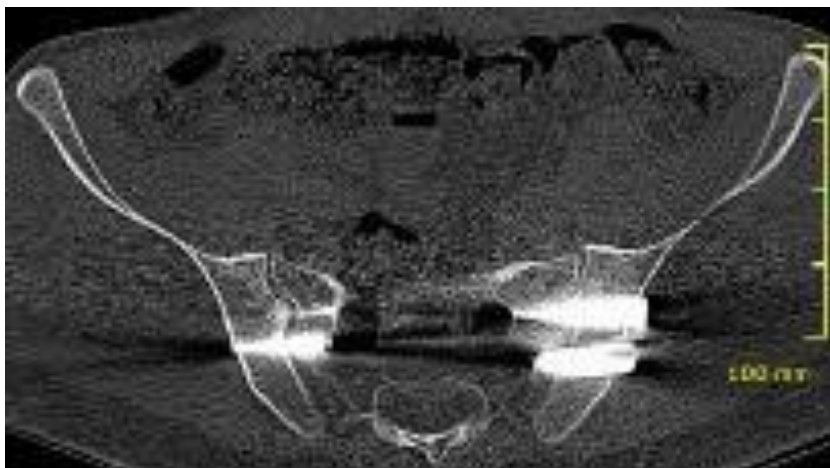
Weitere CT-Aufnahme post OP des Beckens im frontalen Schnittbild sechs Monate post Op, Beispiel E3
